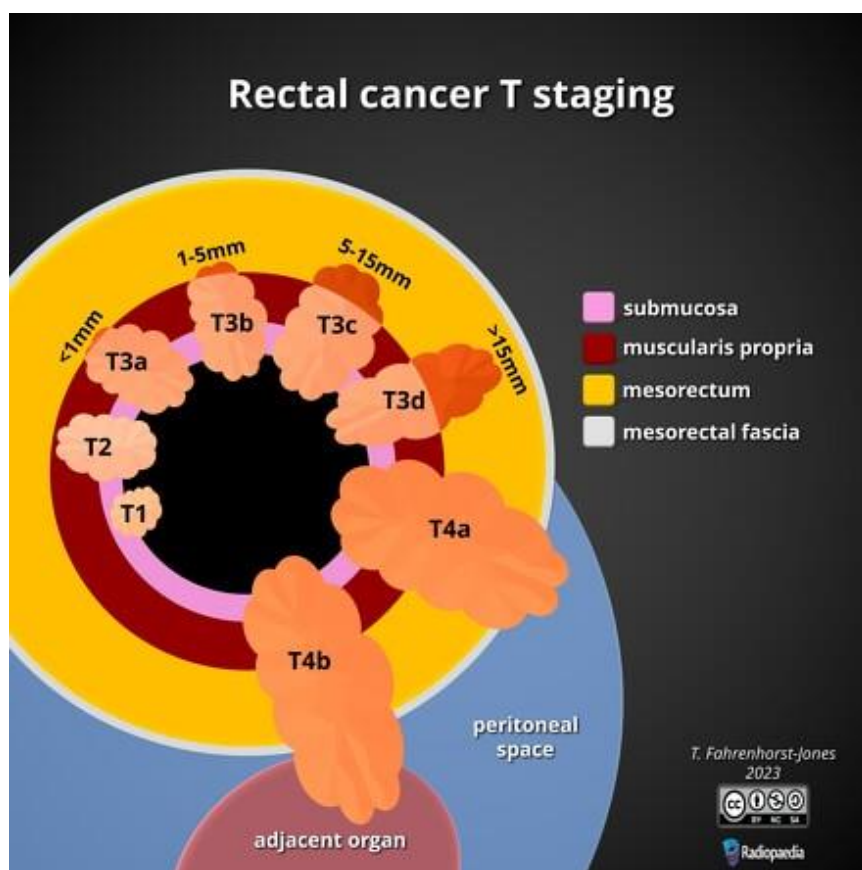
Estadiamento do CCR por RM.
